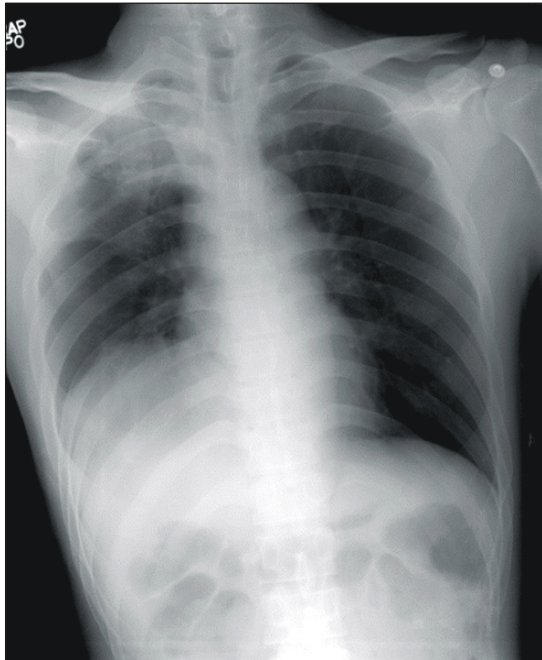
Chest radiograph before surgery. Right diaphragm is elevated up to the 7th rib posteriorly.
